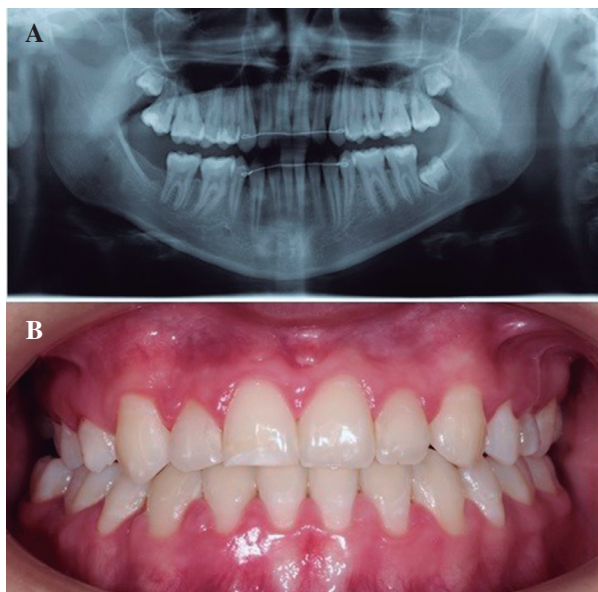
Clinical and radiographic monitoring after the 24 month follow-up.
